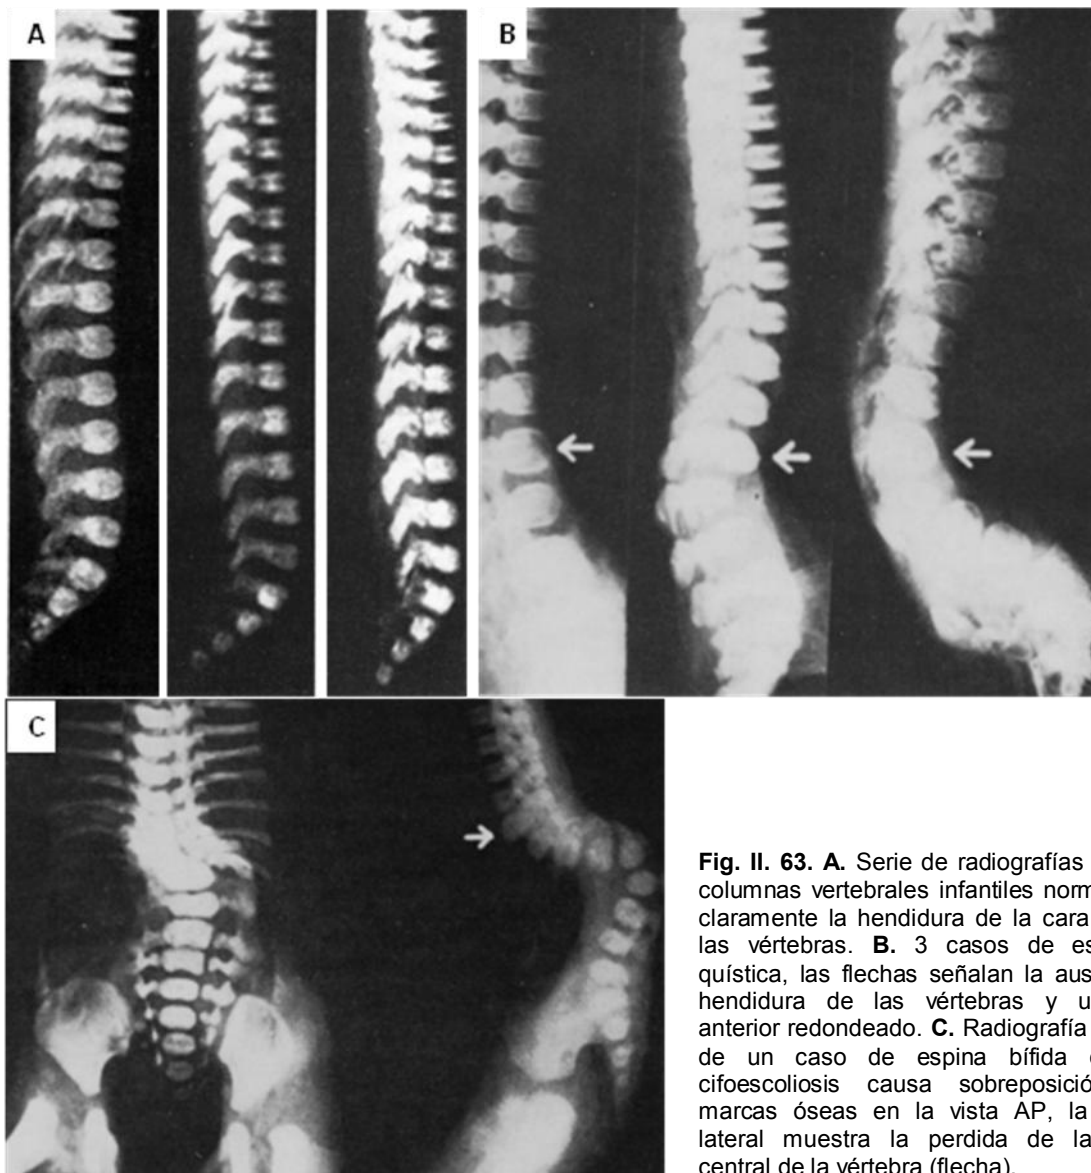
63. A. Serie de radiografías laterales de columnas vertebrales infantiles normales, se ve claramente la hendidura de la cara anterior de las vértebras. B. 3 casos de espina bífida quística, las flechas señalan la ausencia de la hendidura de las vértebras y un contorno anterior redondeado. C. Radiografía AP y lateral de un caso de espina bífida quística, la cifo-scoliosis causa sobreposición de las marcas óseas en la vista AP, la proyección lateral muestra la pérdida de la hendidura central de la vértebra (flecha).
